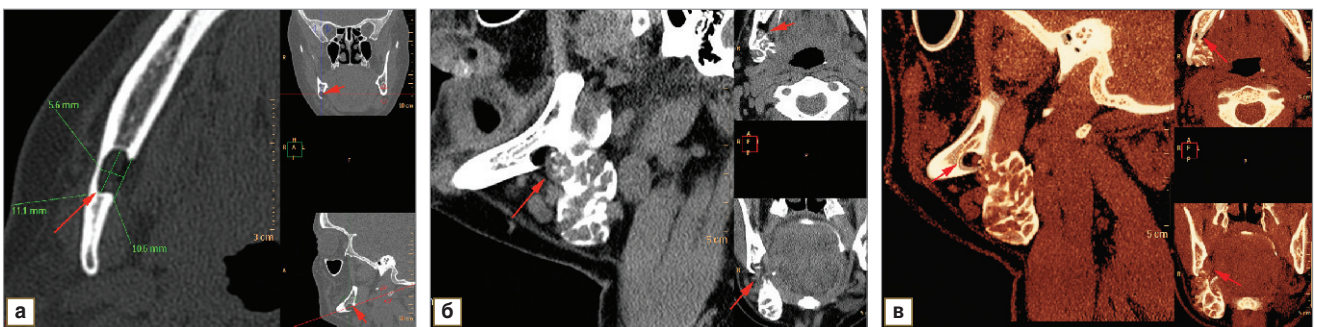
Мультисрезовые компьютерные томограммы: а — нативное исследование, мультипланарная реконструкция; б — сиалограмма, мультипланарная реконструкция; в — сиалограмма, 3D-реконструкция, на которых представлен кортикальный дефект тела нижней челюсти справа с оральной стороны за счет депрессии костной ткани добавочной долей ПЧСЖ (стрелки)
